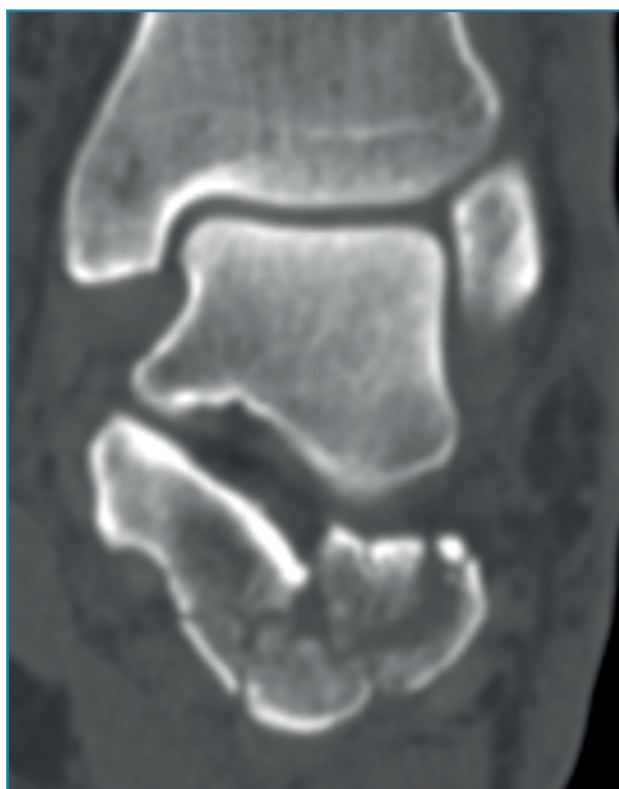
Tomografía postoperatoria (corte coronal) del tobillo izquierdo.
